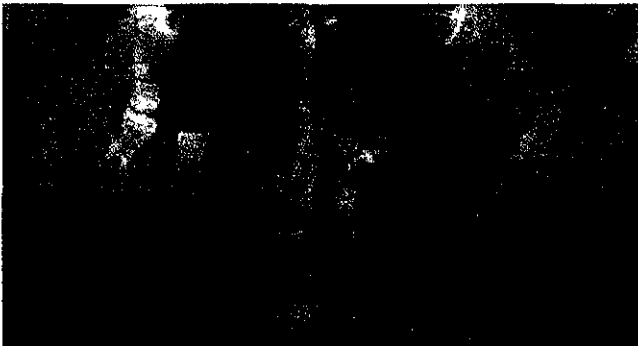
Radiografía panorámica de un paciente afectado con mieloma múltiple²⁹
